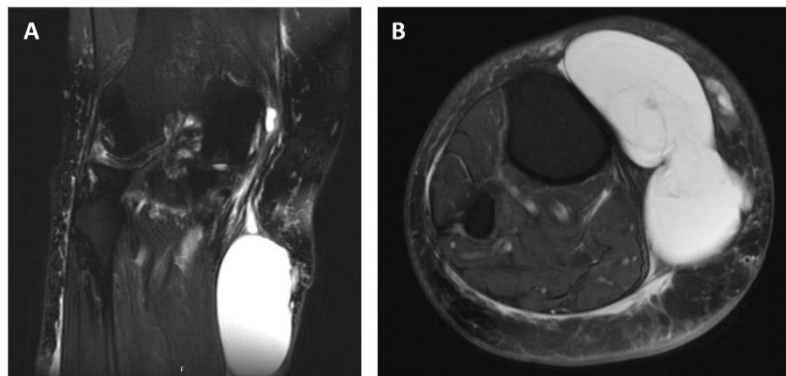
Ressonância Magnética (RM) do joelho direito a 01/2023 em (A) plano coronal e (B) plano transversal – Coleção quística lobulada com fina septação interna, medindo cerca de 11,4 x 9,5 x 5 cm, no tecido celular subcutâneo da face interna do joelho direito. Localiza-se internamente em relação às fibras distais do ligamento lateral interno e não tem relação direta com os tendões da pata de ganso. A nível articular observam-se evidentes alterações degenerativas e, embora não direcionado para as estruturas articulares, há sinais de rotura meniscal interna e externa e do cruzado anterior. Observa-se também sinais de sinovite articular. Há evidente edema do tecido celular subcutâneo da perna.
